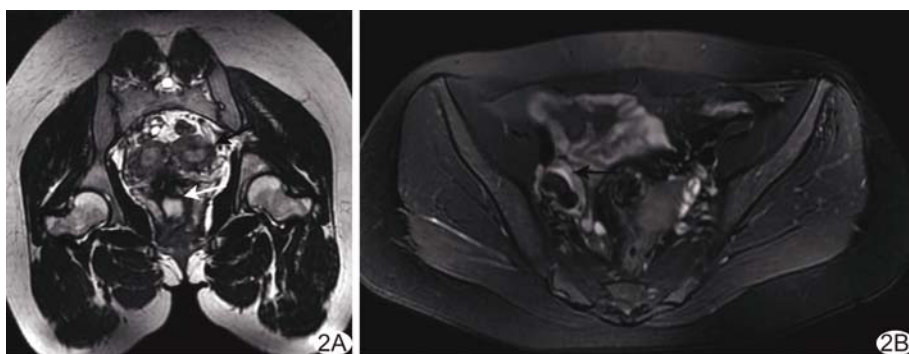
HWWS 患者女, 21 岁, 月经紊乱, 白带增多, MRI 显示多发畸形 A. 双子宫(黑箭)、右侧斜隔伴隔后积液(白箭); B. 右侧附件区囊肿, 内有条状短 T2 信号(箭), 提示出血
